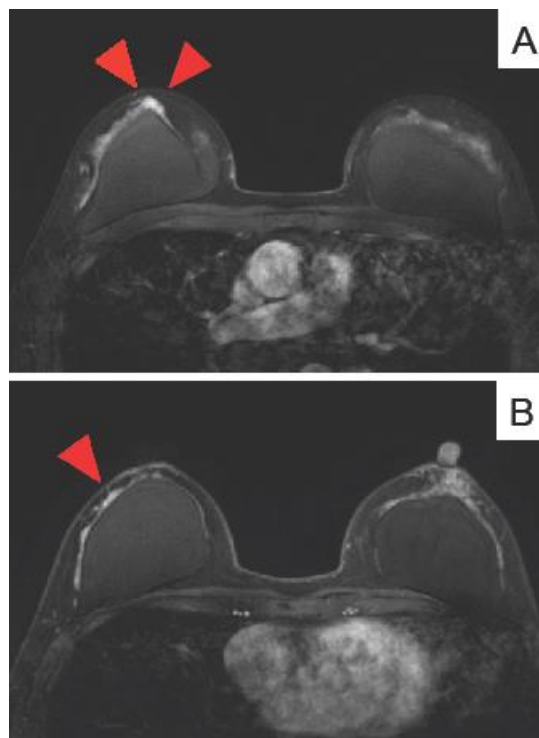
乳房Dynamic MRI検査(造影60秒後)
